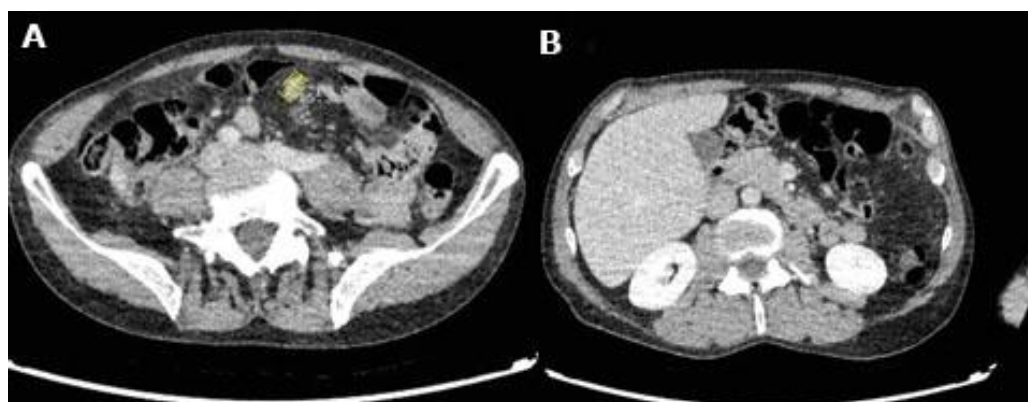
Tomografía computarizada con contraste. A - Se observa una adenopatía mesentérica de aproximadamente 15,3 x 10 mm, que sugiere un compromiso ganglionar asociado al linfoma duodenal tipo MALT. B - Se evidencia engrosamiento duodenal, más acentuado en el ángulo antro-duodenal.
